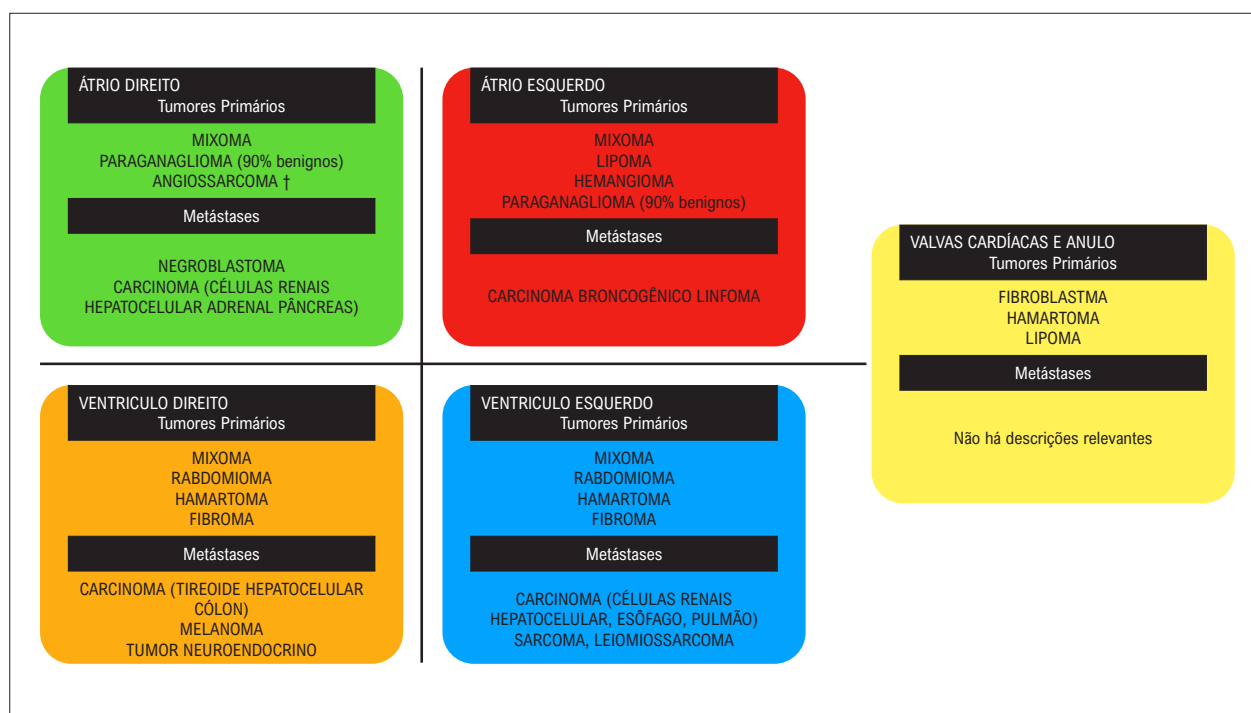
Localização específica dos principais tumores cardíacos obstrutivos detectados à ecocardiografia transtorácica. Adaptado de Griborio Guzman AG et al. † Característica maligna.
